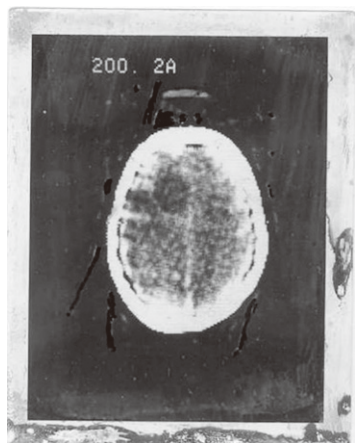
ハウズフィールドが初めて臨床での撮影に成功した CT の写真—脳腫瘍の女性の断層写真⁴⁸⁾
